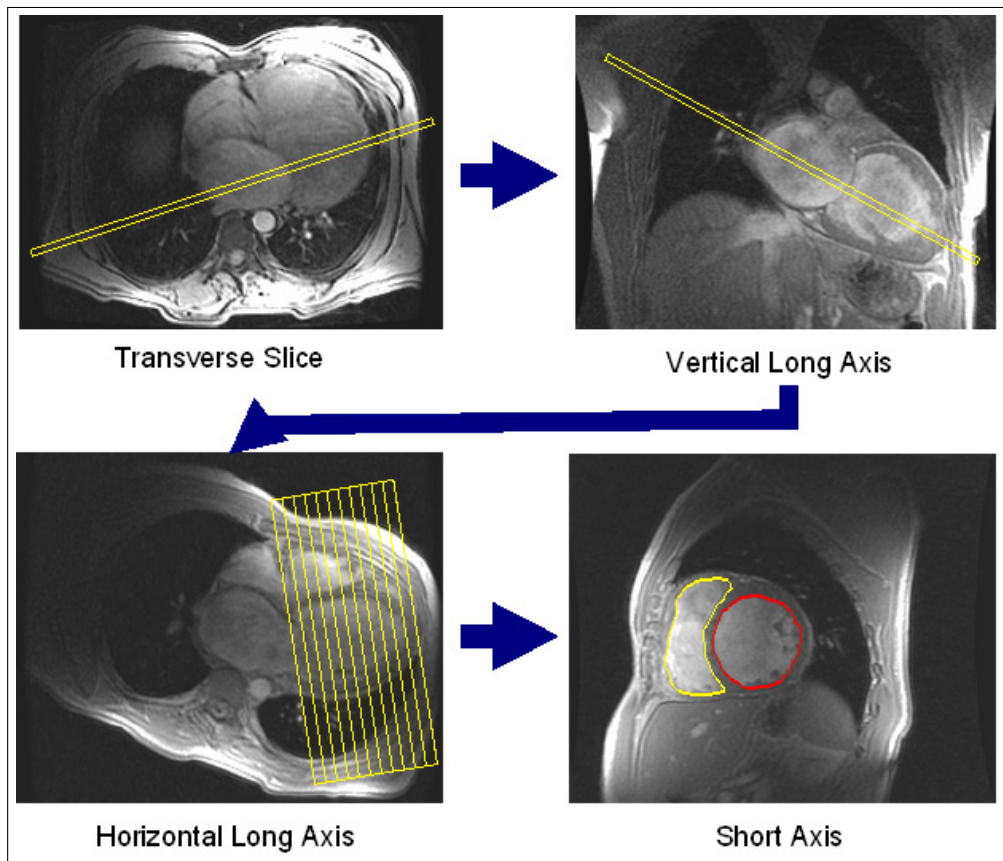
Im Zusammenhang mit der MRT-Auswertung verwendete Schnittebenen
